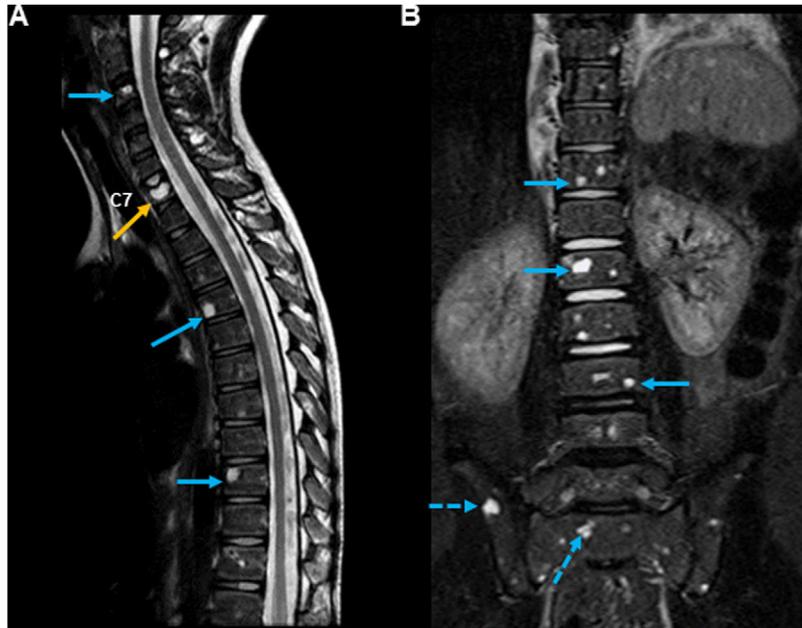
A. Resonancia magnética en secuencia T2 de la columna cervical. Corte sagital que confirma la presencia de múltiples lesiones en los cuerpos vertebrales, con señales hiperintensas (flechas azules) compatibles con fractura por compresión al nivel de C7 (flecha naranja). B. Resonancia magnética en secuencia T2-STIR de la columna torácica y lumbar y del sacro. Corte coronal que muestra lesiones con las mismas características (flechas) y afección sacroilíaca (flechas discontinuas).
